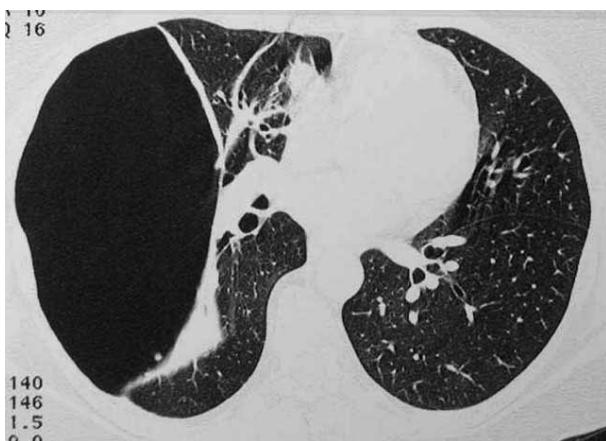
TAC de alta resolución mostrando una gran bulla de enfisema en pulmón derecho. Parénquima pulmonar izquierdo conservado.
